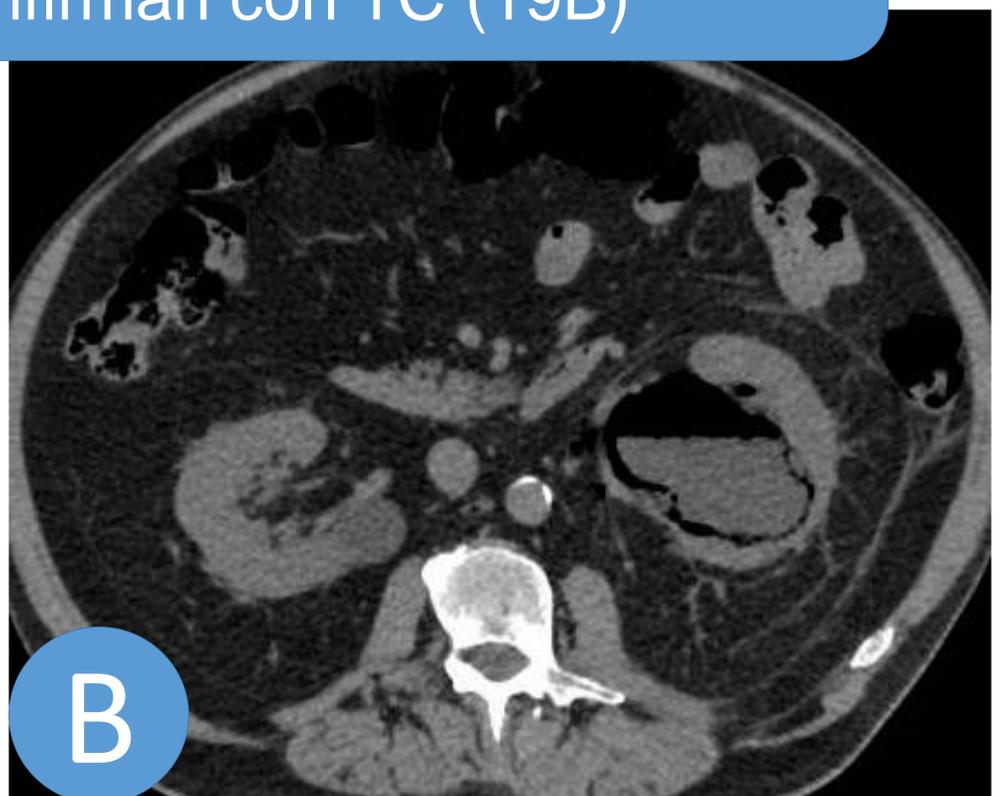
Gas entorno a la silueta renal izquierda, altamente sugestivo de pielonefritis enfisematosa (19A), hallazgos que se confirman con TC (19B)
